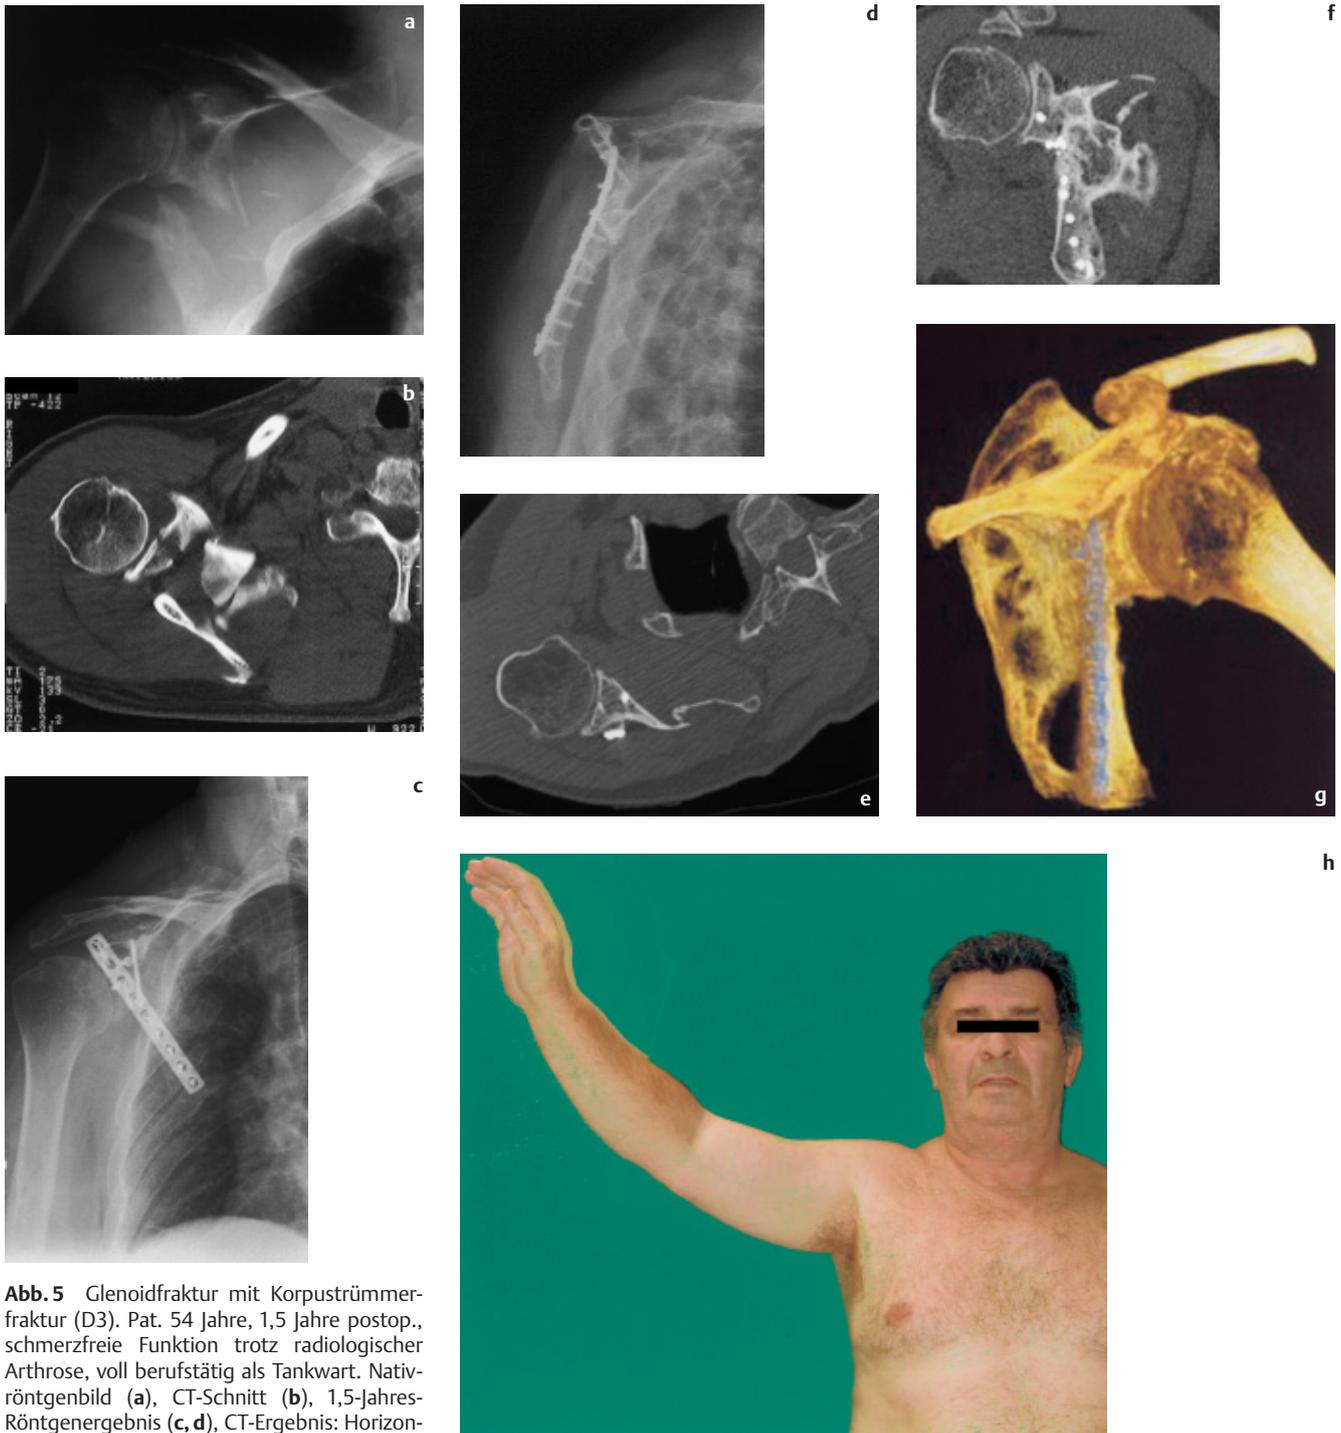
Glenoidfraktur mit Korpustrümmerfraktur (D3). Pat. 54 Jahre, 1,5 Jahre postop., schmerzfreie Funktion trotz radiologischer Arthrose, voll berufstätig als Tankwart. Nativröntgenbild (a), CT-Schnitt (b), 1,5-Jahresröntgenergebnis (c, d), CT-Ergebnis: Horizontalschnitt (e), Frontalrekonstruktion (f), 3D-Rekonstruktion von dorsal (g), klinisches Ergebnis (h).
